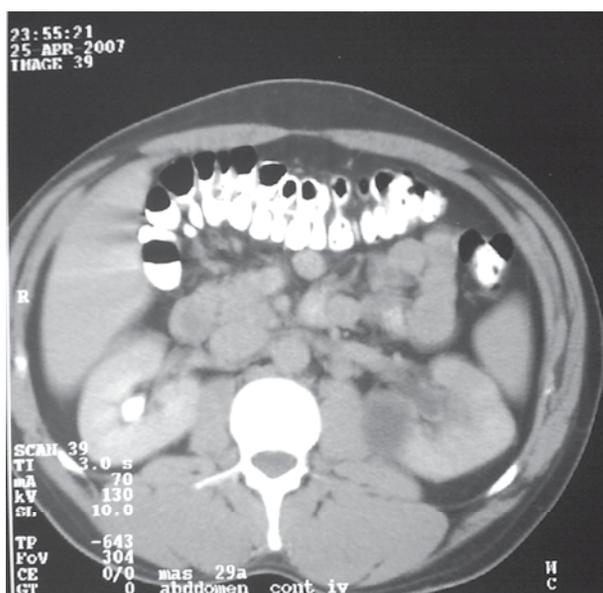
TC con contraste oral e intravenoso.
